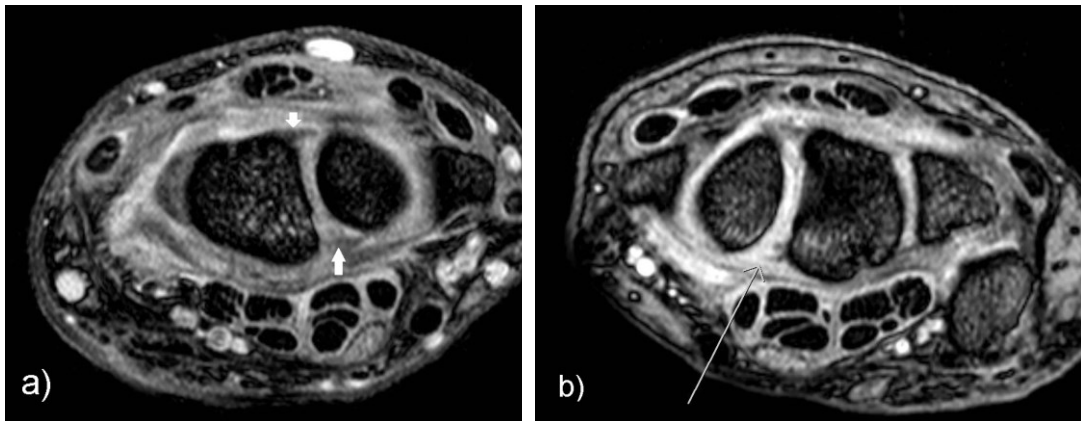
a) MRT T2 Sequenz, transversal, intaktes SL-Band (mit Pfeilen markiert), b) MRT T2 Sequenz, transversal, Partialruptur SL-Band palmar (Pfeil)
